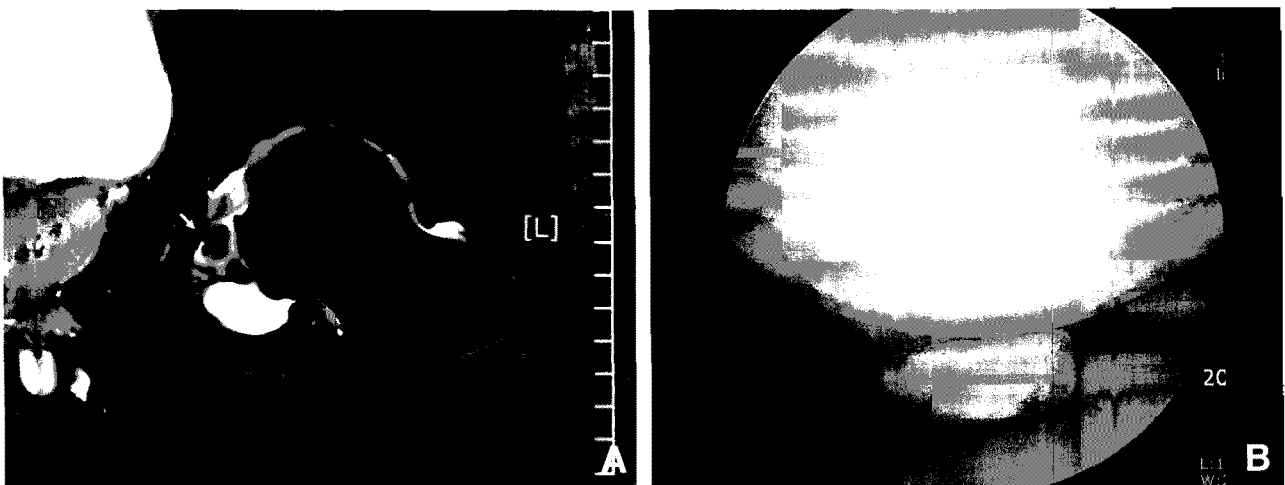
This patient complained long-standing pain and clicking of the hip. (A) MRI shows marked effusion at the hip joint. Large single low-intensity mass is noted in MRI. (B) This mass was easily found in arthroscopic examination. The diagnosis of this patient was Synovial chondromatosis.
